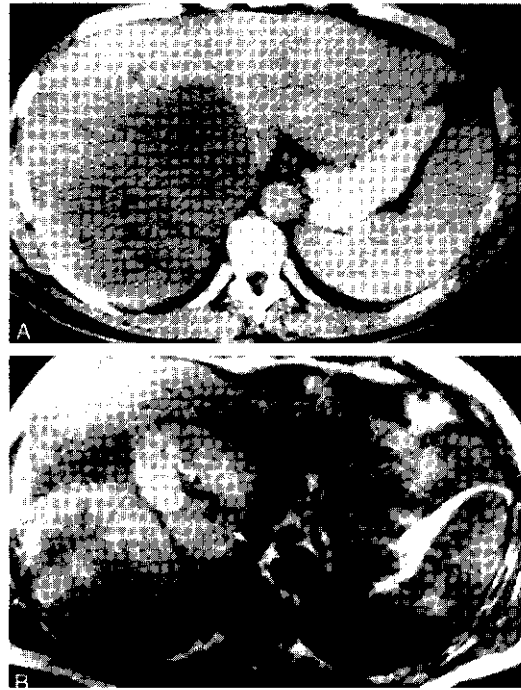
Estudios con TC (A) y RMN (B) del abdomen superior en un paciente con un carcinoma del riñón derecho con metástasis hepáticas. Las imágenes obtenidas, en localizaciones comparables, muestran la lesión primaria (*triángulo abierto*) y el compromiso del hígado (*triángulo negro*). Los planos tisulares así como la compresión de la vena cava inferior (*flecha blanca*) se observan mejor con la RMN.
